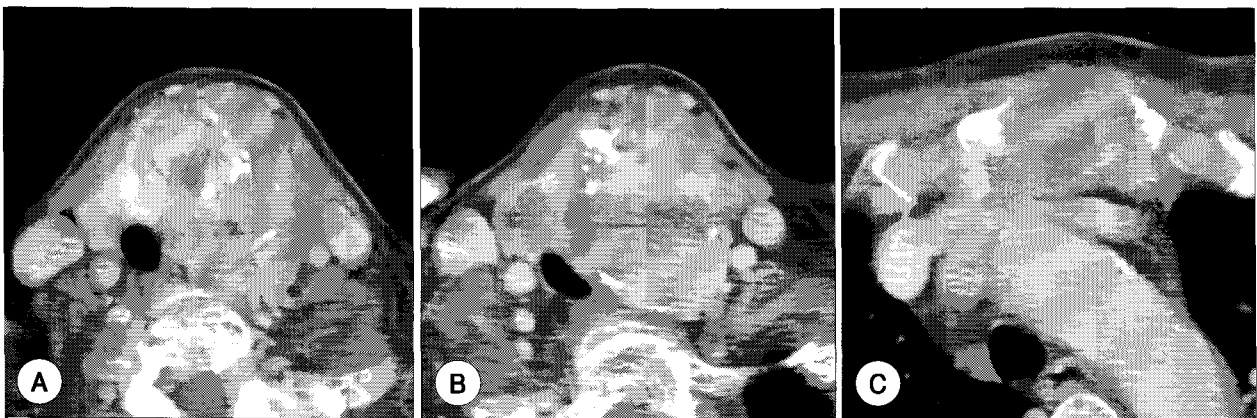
Preoperative Neck CT scan. Note that a huge thyroid mass was identified mainly in left thyroid lobe with intrathoracic extension and bony invasion of sternum. There is no evidence of another lymphadenopathy in both lateral neck.
